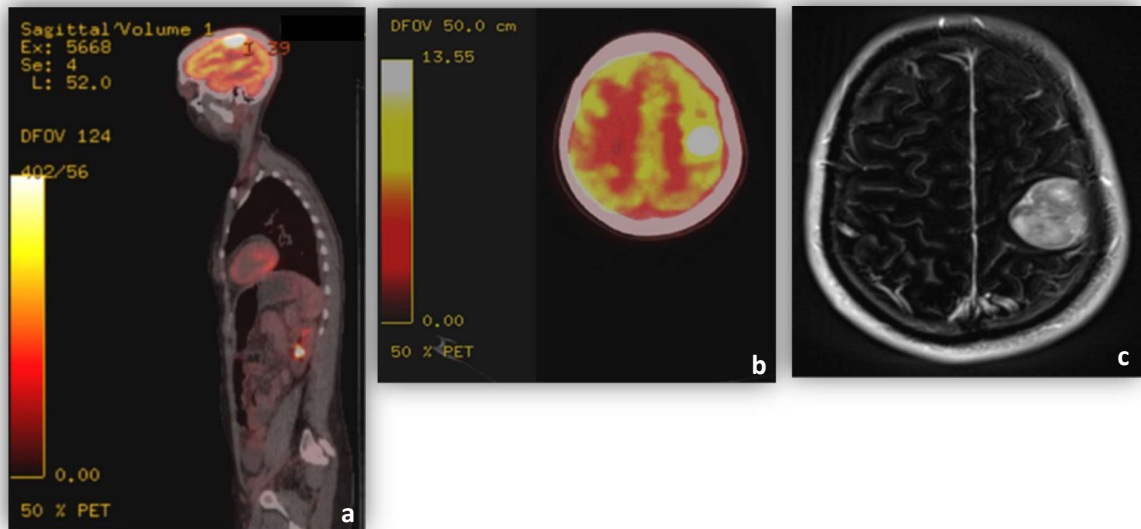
a) und b) PET-CT Untersuchung, c) Schädel MRT T1 mit Subtraktionstechnik.
